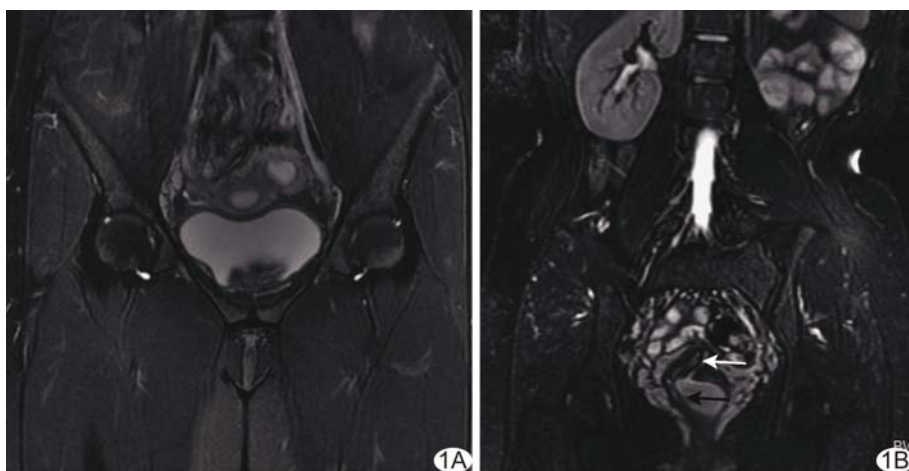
HWWS 患者, 22 岁, 痛经伴阴道流血, MRI 显示多发畸形 A. 双子宫; B. 斜隔(黑箭)起自宫颈分隔(白箭), 附着于左侧阴道壁, 左侧隔后腔积液, 左肾缺如
